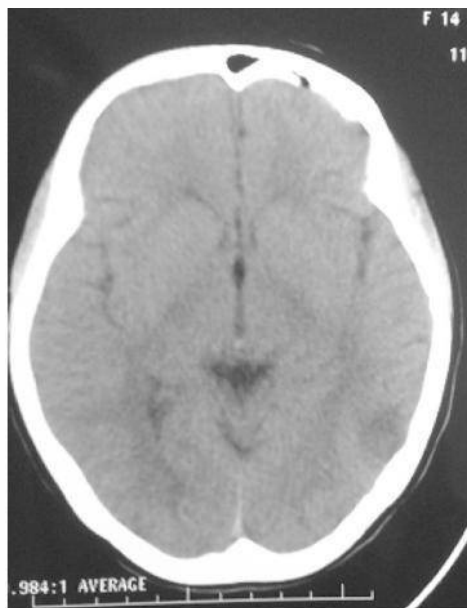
TAC de cráneo al ingreso. Área hipodensa en región occipital.
